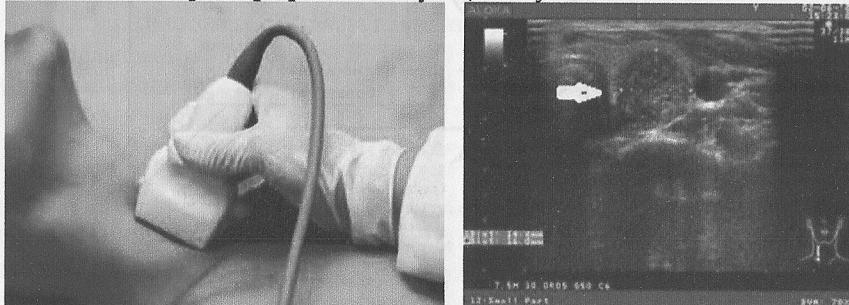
УЗИ щитовидной железы. Стрелкой указан узловой процесс в щитовидной железе.
